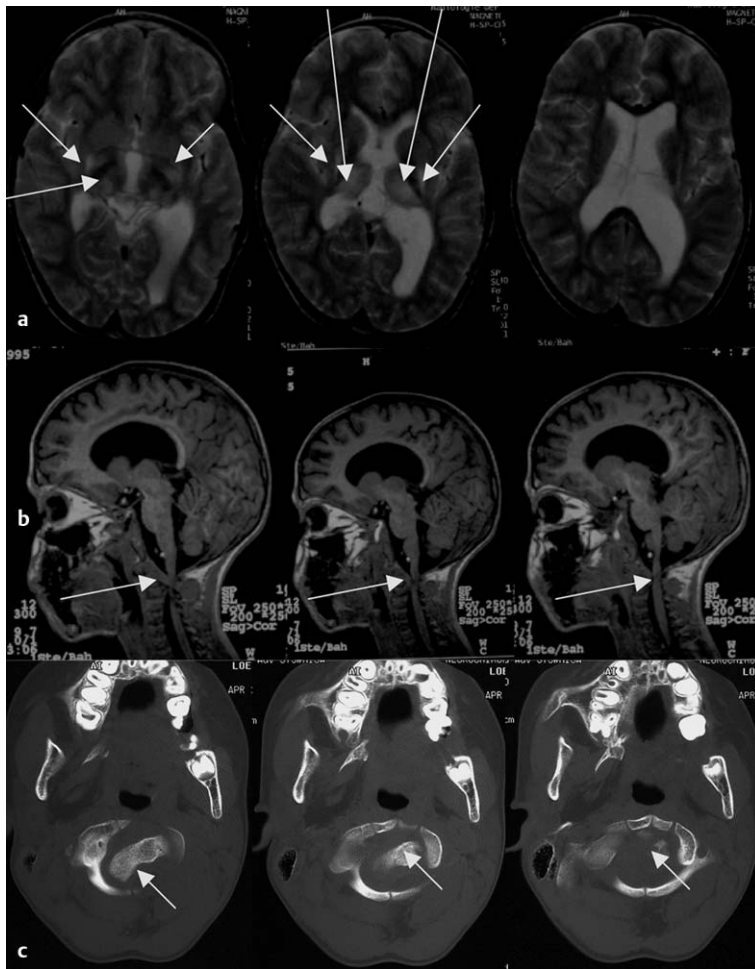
MRT-Bilder (a u. b) und CT-Bilder (c) des atlanto-axialen Überganges eines Mädchens im Alter von 9 Jahren nach schwerer, zunächst ätiopathogenetisch ungeklärter perinataler Asphyxie. Die Patientin war nach unauffälligem Schwangerschaftsverlauf und protrahiertem Geburtsverlauf aus hinterer Hinterhauptslage mit ausgeprägten Flexionen und Deflexionen des Kopfes weiß-asphyktisch geboren worden (pH 6,8; Apgar-Werte nach 1, 2, 5 und 10 Minuten 1, 0, 4 und 7 respektive). Sie musste primär mit hohen Katecholamindosen reanimiert werden. Sie entwickelte die klinischen Zeichen einer hypoxisch-ischämischen Enzephalopathie, später eine schwerste Tetraspastik. Sie verstarb nach rezidivierenden Infekten und Pneumonien im Alter von 17 Jahren.
